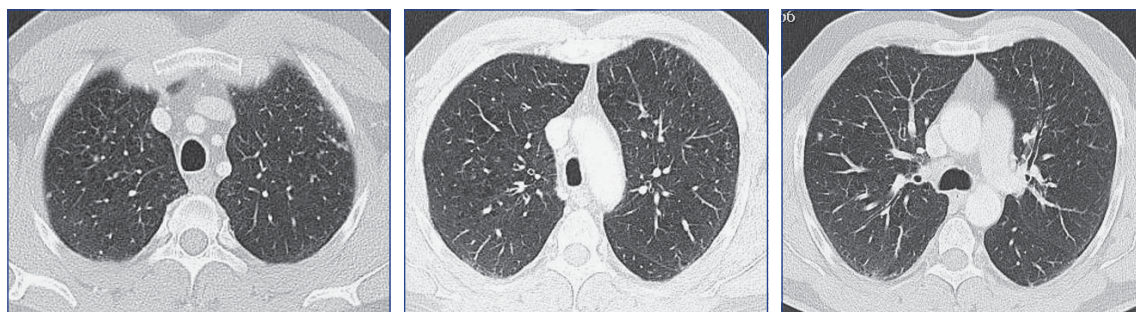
Tomografía actual (21 de noviembre, 2010).
